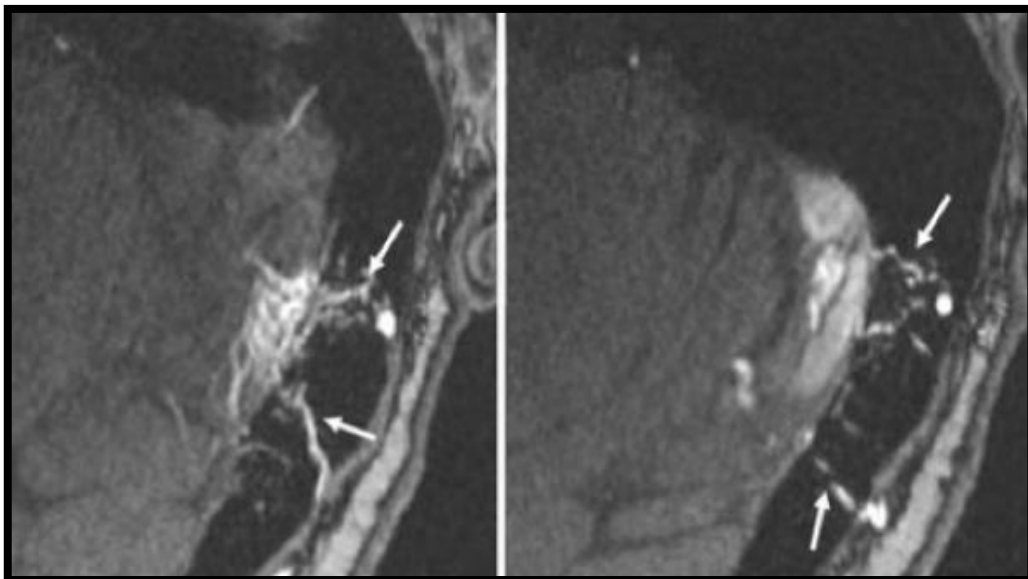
IRM, SEQUENCE TOF, COUPES AXIALES CENTREES SUR LE SINUS TRANSVERSE GAUCHE. DAVF GRADE II A+ B. ALIMENTATION VIA DES BRANCHES TRANSOSSEUSES (FLECHES) ISSUES DE L'ARTERE OCCIPITALE GAUCHE. D'APRES NEUROANGIO ⁴⁹
